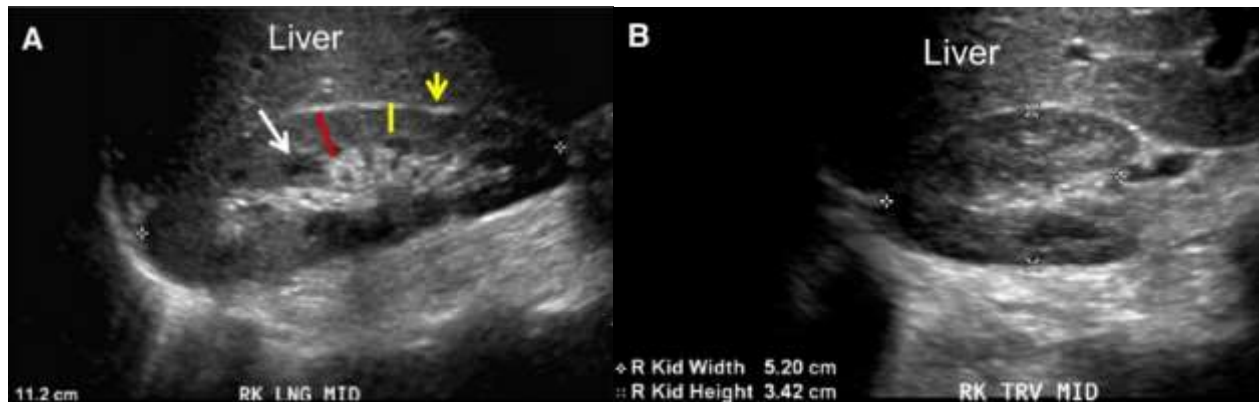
USG en modalidad B que muestra el tamaño normal del riñón y la ecogenicidad. (A) en eje longitudinal (B) en eje transverso de riñón derecho, mide 11,2 cm en longitudinal, 5,2 cm en transverso y 3,4 cm en anteroposterior, rodeado por borde ecogénico de la cápsula renal (flecha amarilla). El parénquima (corteza y la médula) iso/hipoecoico al hígado, normal (línea roja), pirámides medulares (línea amarilla y flecha blanca) (22).
